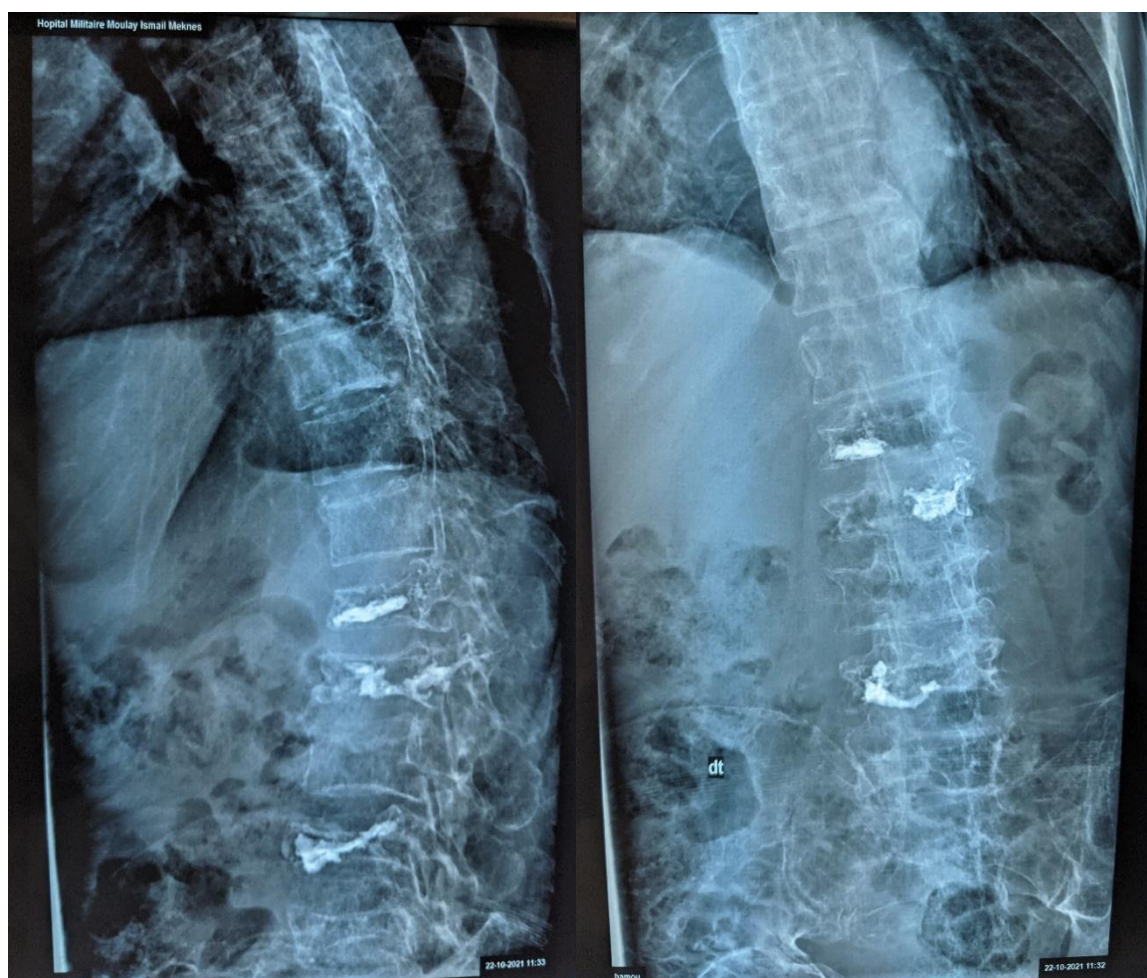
Radiographie du rachis lombaire face + profile de contrôle post-vertébroplastie
